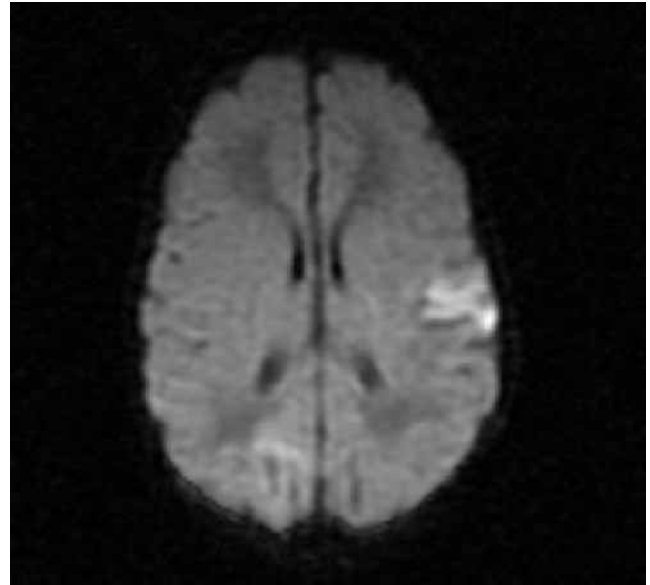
Angio-RMN: infarto isquémico en territorio de ACM I y cerebral posterior D.
